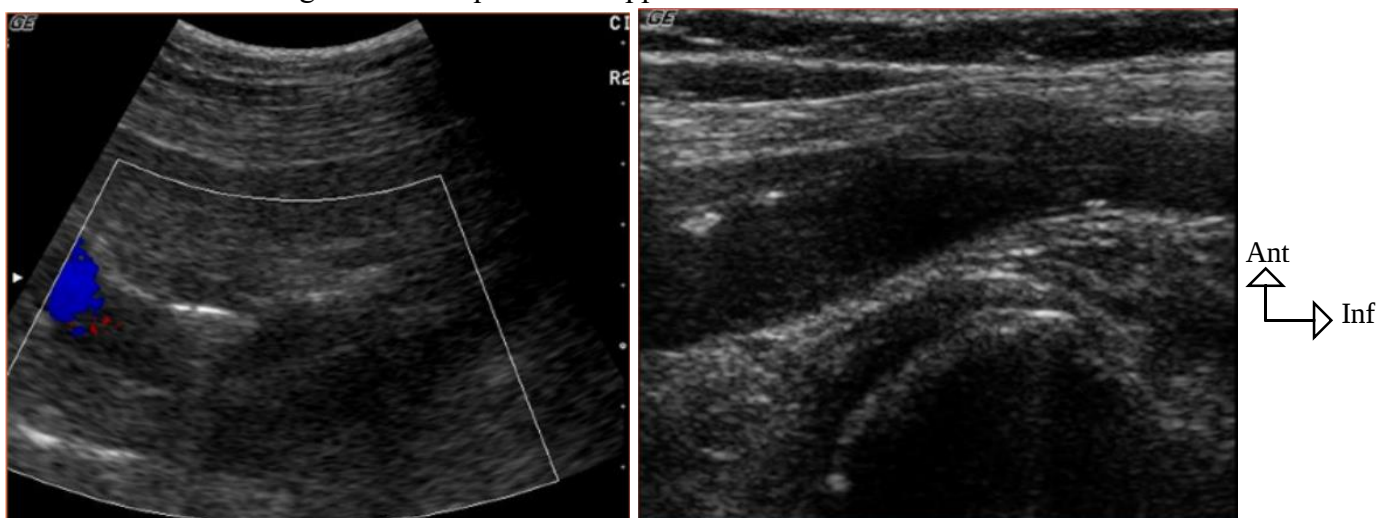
Chez ce patient, l'examen échodoppler montre une thrombose totale de l'artère iliaque externe et de l'artère fémorale commune gauches. L'échographie montre des lésions pariétales calcifiées, et le Doppler couleur montre l'absence de flux sanguin évoquant une occlusion de l'artère iliaque externe gauche.
